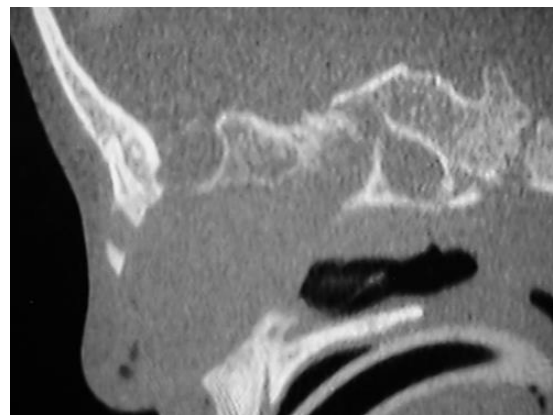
TC de un quiste dermoide nasal
